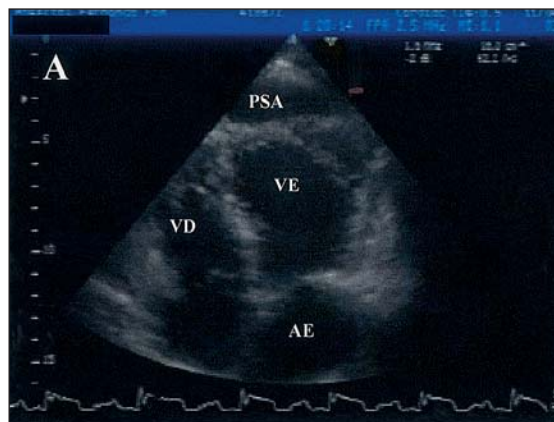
Ecocardiograma Transtorácico, via apical 4 câmaras, mostrando um espaço anecogénico apical, com uma segunda solução de continuidade da parede lateral (A), documentado por Doppler a cores (B).
